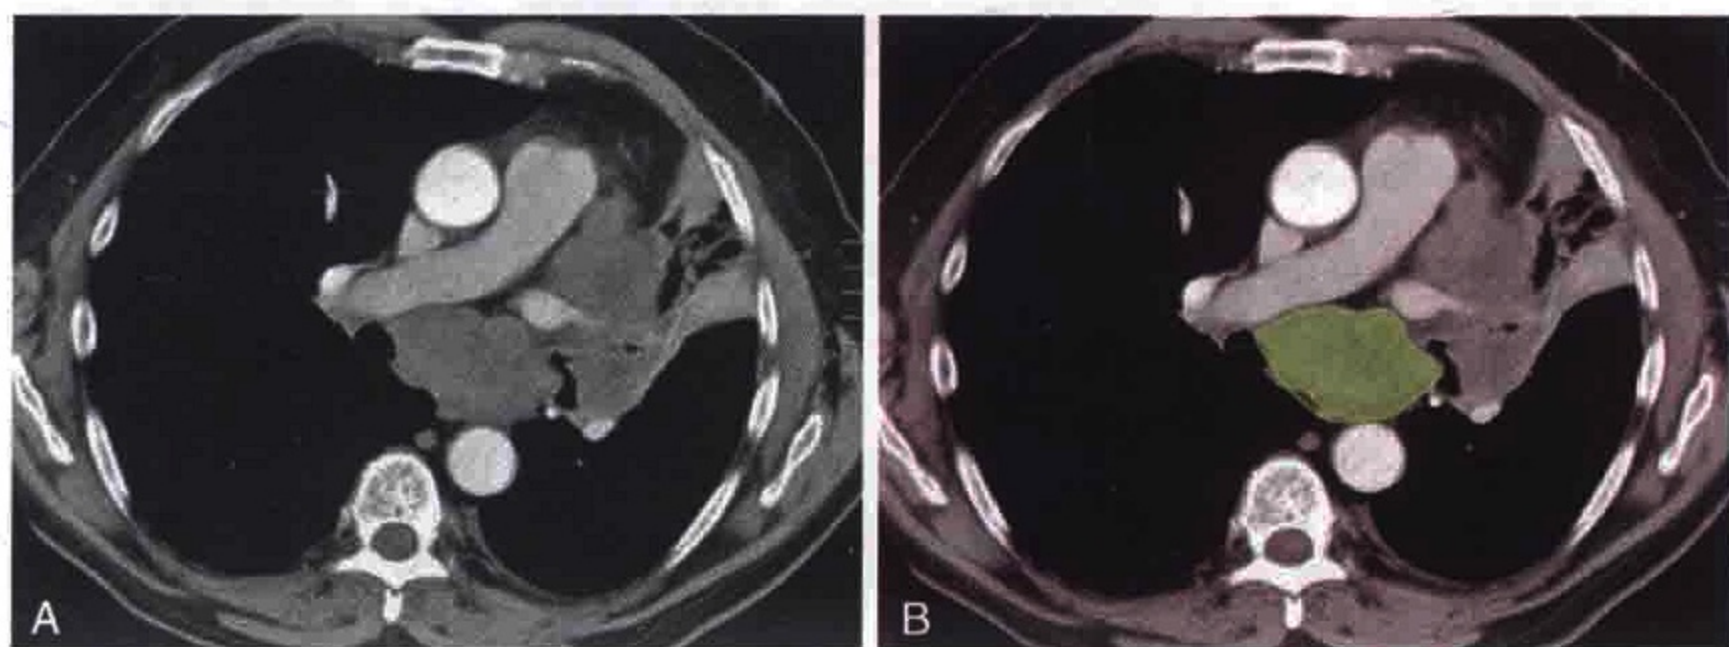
胸部横轴位 CT 增强扫描显示肿大的隆突下淋巴结 (绿色)
